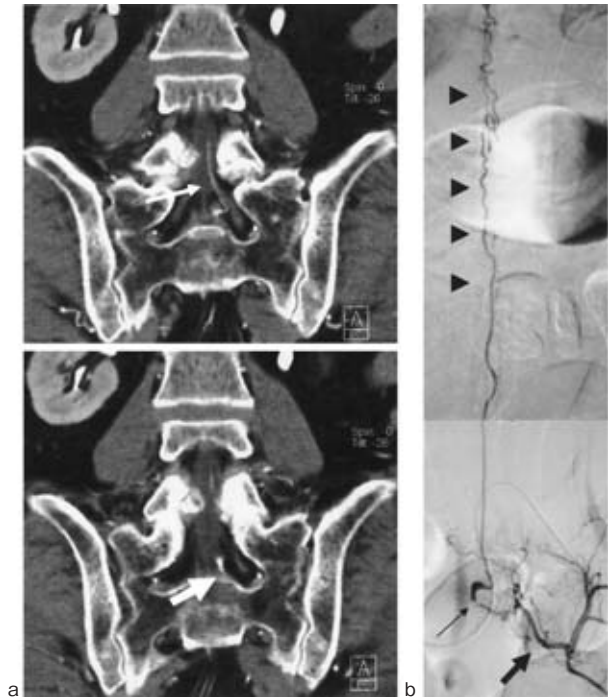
CT angiography and angiography of left internal iliac artery
